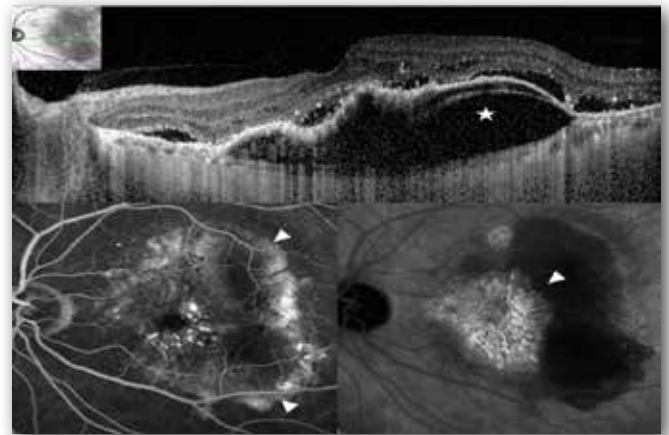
Phénotype des patients ARI 2. En haut : Tomographie par cohérence optique montrant un grand décollement de l'épithélium pigmentaire vascularisé (étoile) de plus de 250 µm de hauteur associé à un décollement séreux rétinien exsudatif. En bas à gauche : Angiographie à la fluorescéine (temps intermédiaire) montrant une hyperfluorescence correspondant au néovaisseau choroïdien occulte (tête de flèche). En bas à droite : Angiographie au vert d'indocyanine (phase tardive) montrant une hyperfluorescence correspondant à une néovascularisation choroïdienne occulte (tête de flèche).
